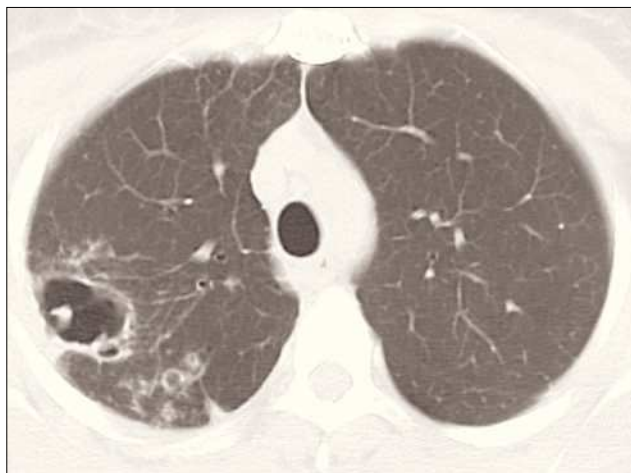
TC torácica: imágenes cavitadas de paredes gruesas, en segmento posterior del lóbulo superior derecho con pequeños nódulos satélites alguno de ellos con cavitación.
